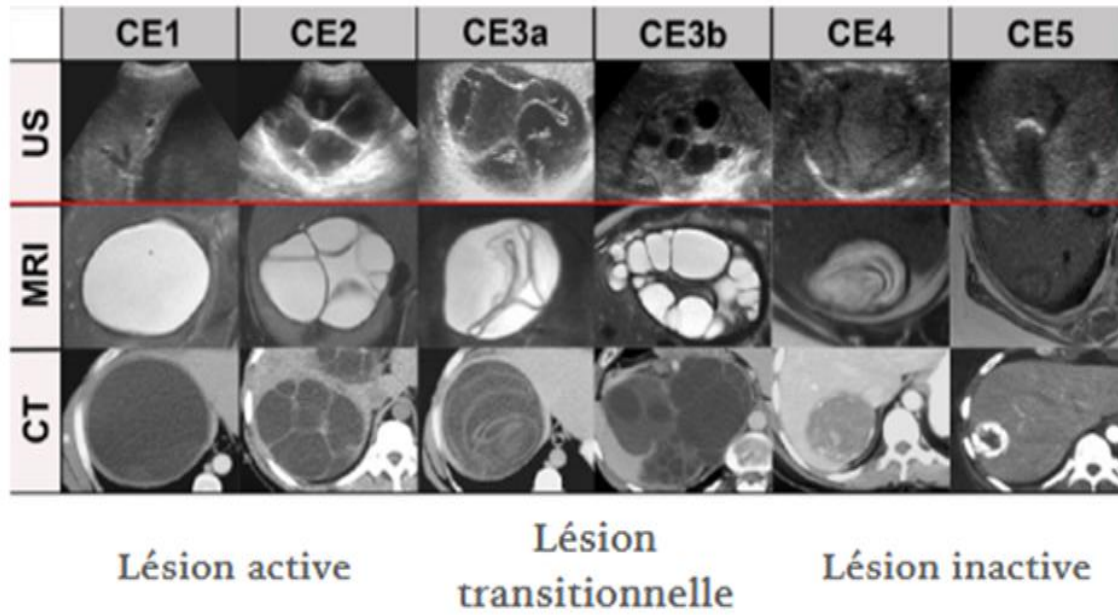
Images de TDM abdominale en coupe axiale, d'IRM hépatique et d'échographie abdominale montrant les différents stades du KHF selon les classifications GHARBI 1981 et WHO-IWGE 2001 [7].
